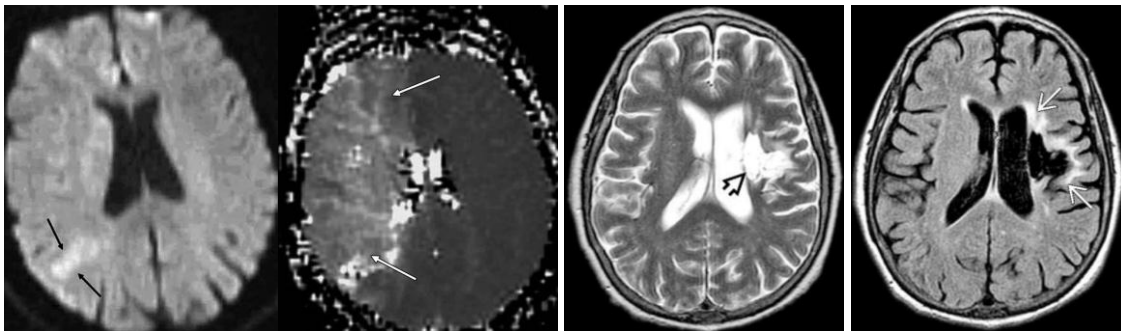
Cortes de RNM evidenciando áreas hiperintensas em Difusão, T2 e FLAIR, e área hipointensa em T1
